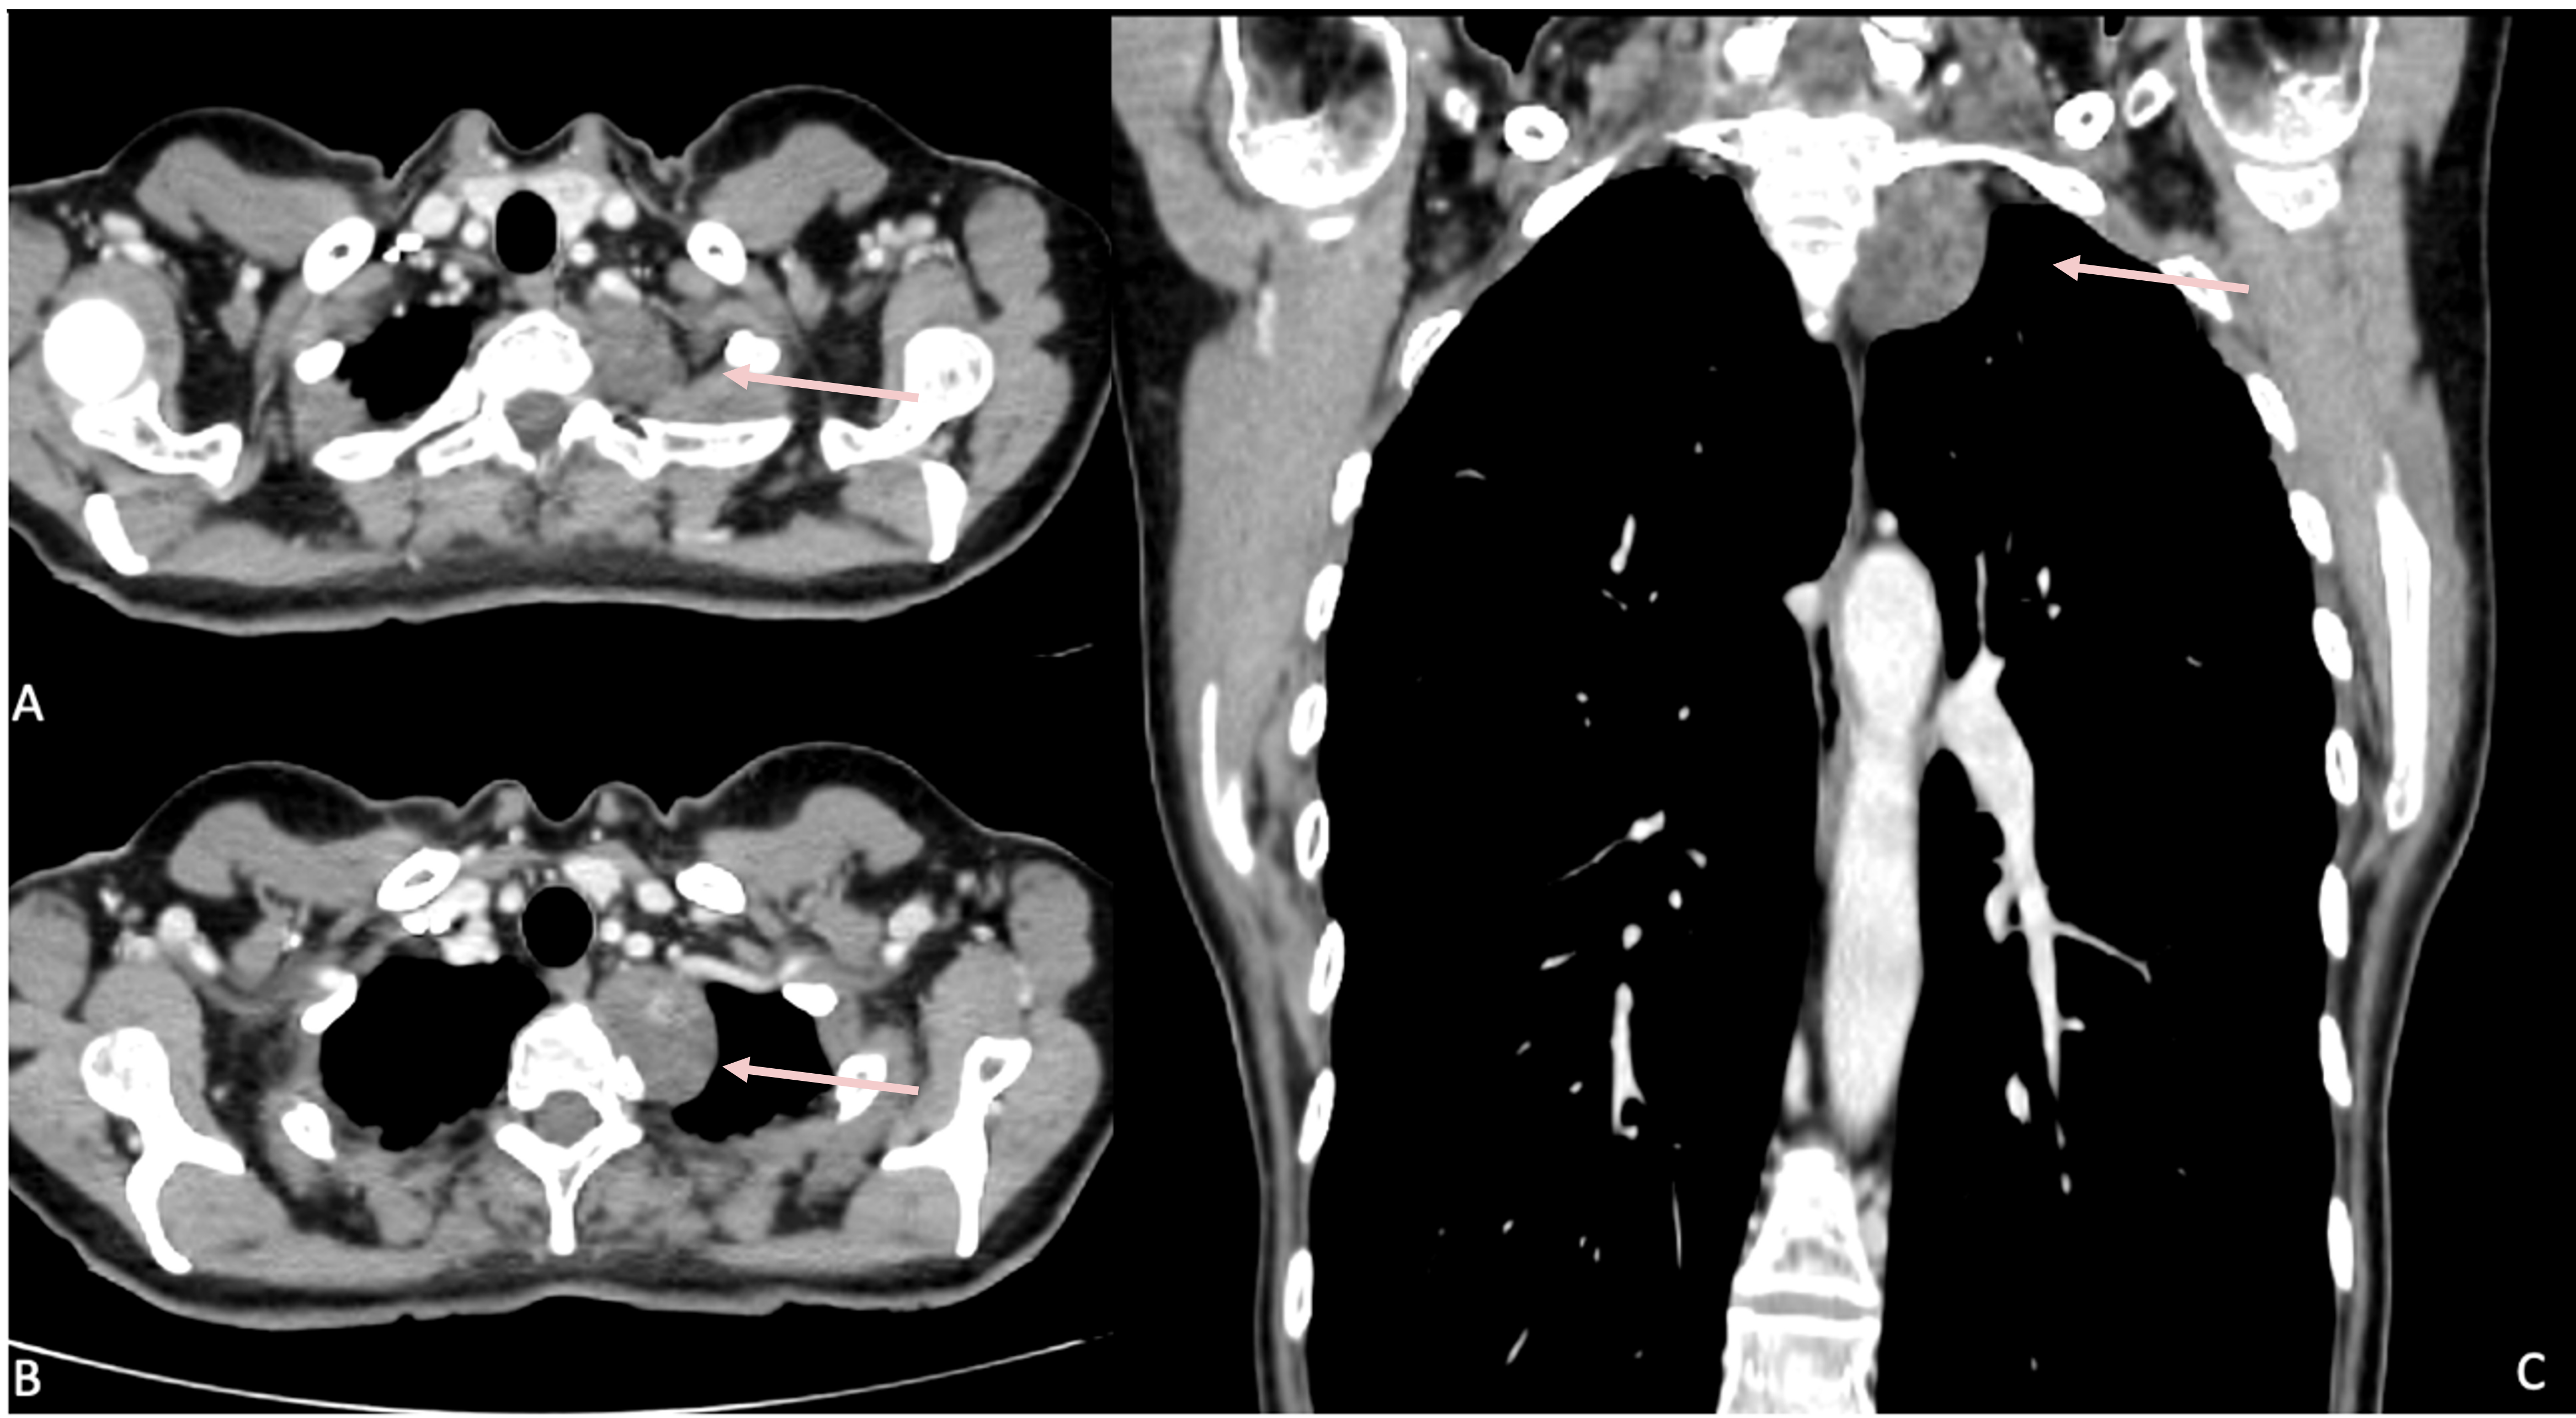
TC torácico. Ventana de partes blandas. (A) Adquisición axial (C) Reconstrucción coronal. Masa ovalada y bien delimitada en mediastino posterior con un componente intraespinal y extraespinal hipodensa estable respecto estudios previos. Neurofibroma.
